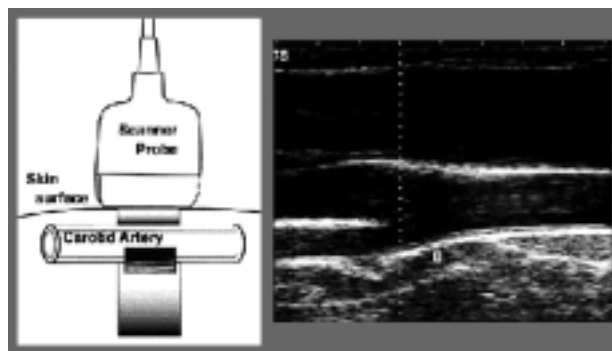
La misurazione dello spessore della parete carotidea viene eseguita posizionando la sonda ecografica sulla cute del collo.
